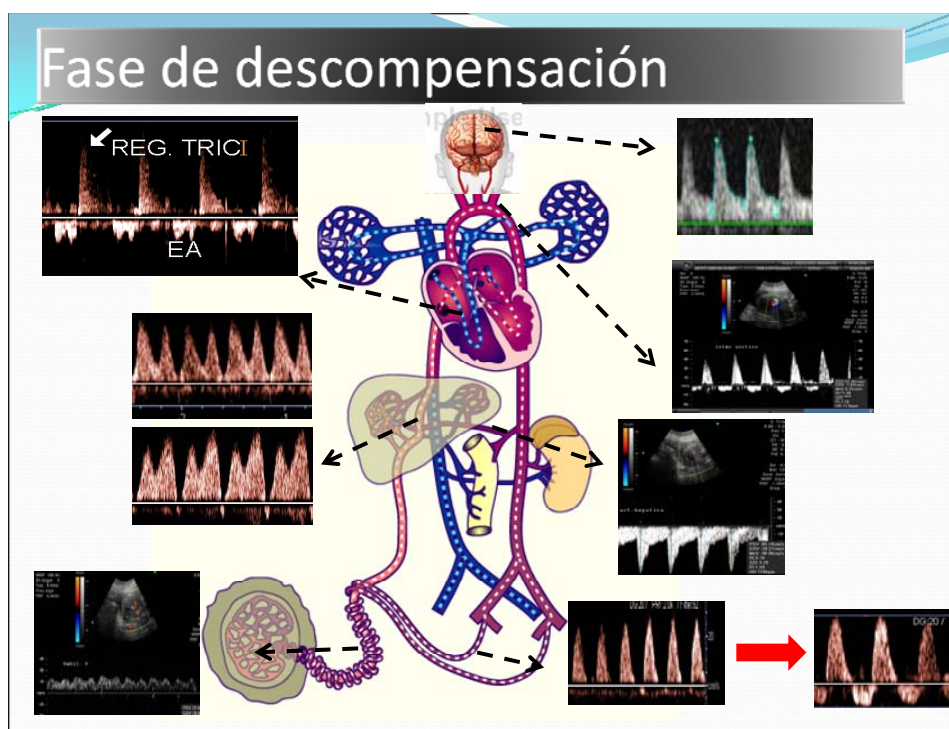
Cuando el feto no puede compensar el déficit de oxígeno, fase de deterioro, observamos cambios en el Doppler de los territorios arteriales y venosos.
